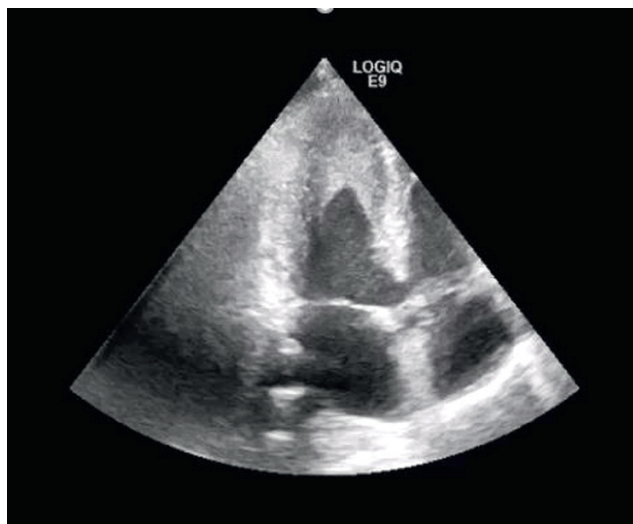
Эхокардиография пациента С. Локальное утолщение эндокарда в области верхушки
